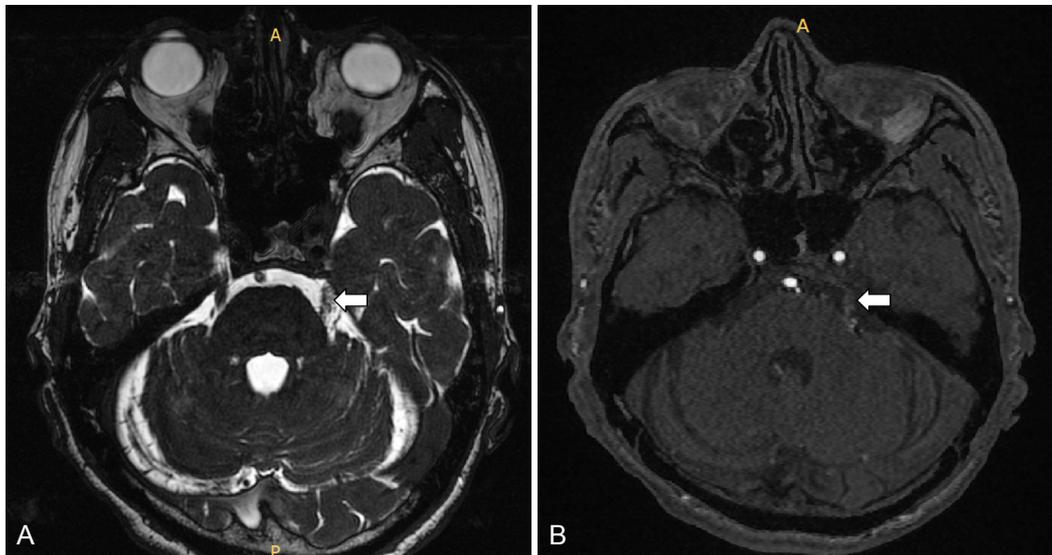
3D Fiesta MRI (A) and time of flight MR angiography (B) at the level of pons demonstrates multiple small flow voids (white arrows) in the left prepontine cistern within left trigeminal nerve. MRI, magnetic resonance imaging; MR, magnetic resonance.
